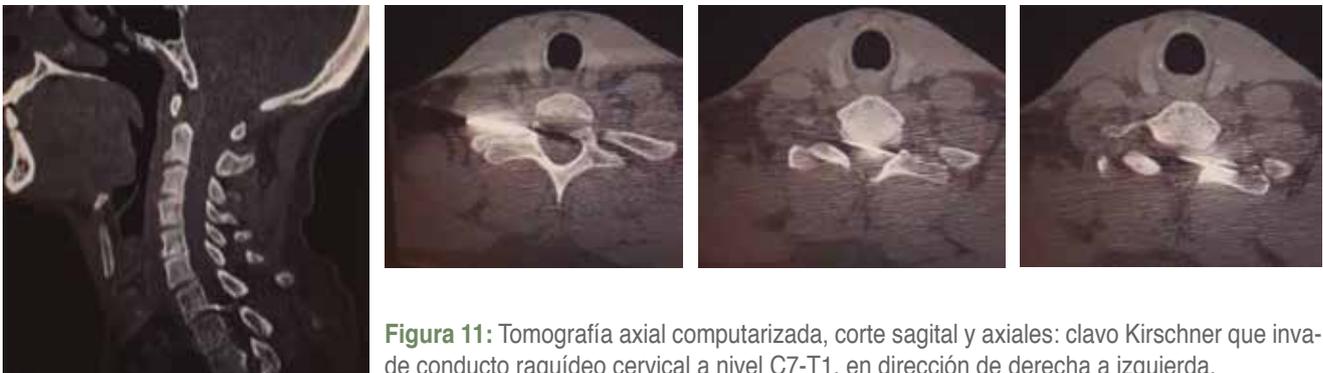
Tomografía axial computarizada, corte sagital y axiales: clavo Kirschner que invade conducto raquídeo cervical a nivel C7-T1, en dirección de derecha a izquierda.
